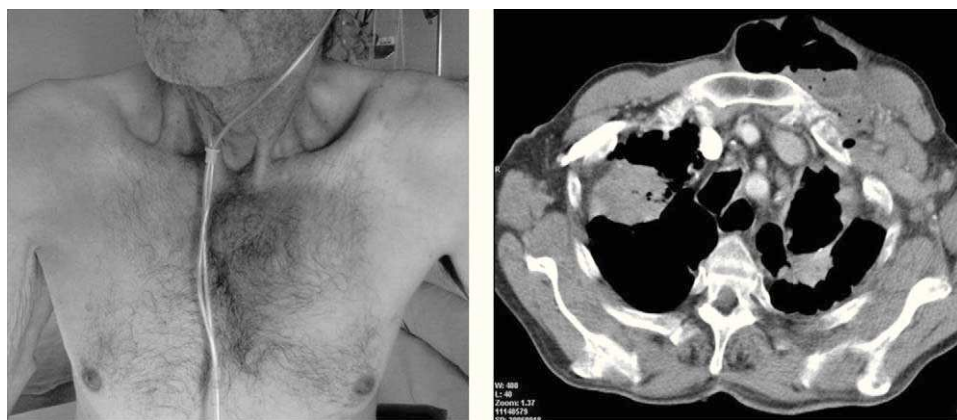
A) Tumoración localizada a nivel anterosuperior de la pared torácica izquierda. B) Tomografía computerizada (TC) de tórax en la que se observa una masa irregular en el lóbulo superior derecho y otra cavitada apical izquierda y una masa con un nivel hidroaéreo en la pared torácica izquierda.
